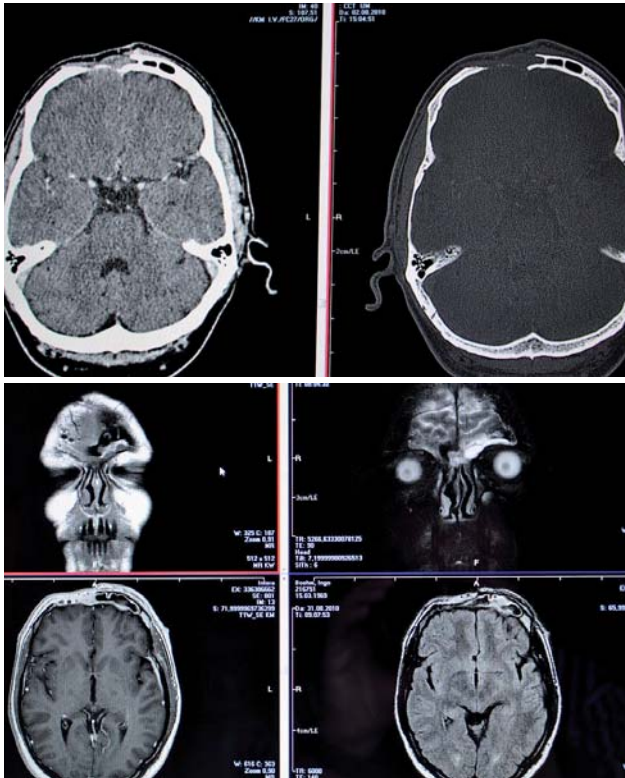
Postoperative Defekte im CT mit Kontrastmittel links und im Knochenfenster rechts. – Abb. 5: Postoperative Befundkontrolle im MRT am 31.08.2010. Keine entzündlichen oder ödematösen Veränderungen am Gehirn oder Knochen.
